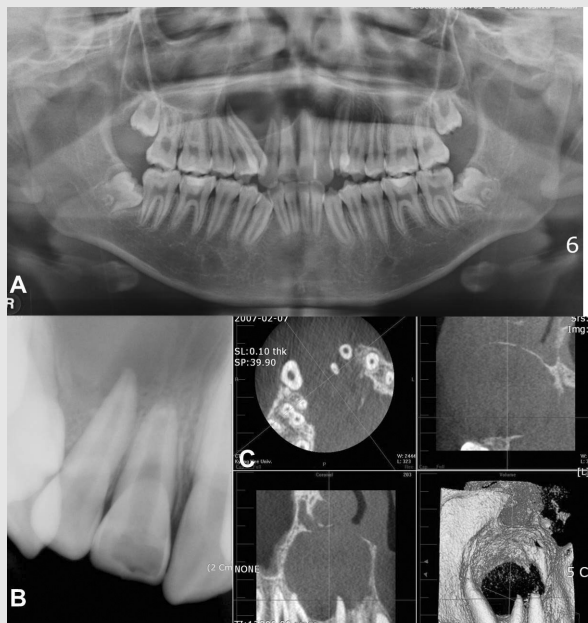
A(파노라마방사선영상), B(구내방사선영상) : #12, 13 치근단 부위에 경계가 명료한 단방성의 방사선투과성 병소가 관찰된다. C : 콘빔형전산화단층영상에서 협-설측으로 확장되고 피질골을 비박, 팽윤시키고 있으며 일부에서 피질골의 소실이 관찰된다.
